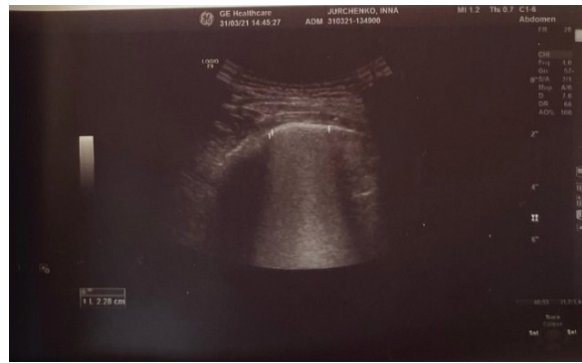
Lung ultrasound of patient H., 27 years old with COVID-19 bilateral pneumonia
